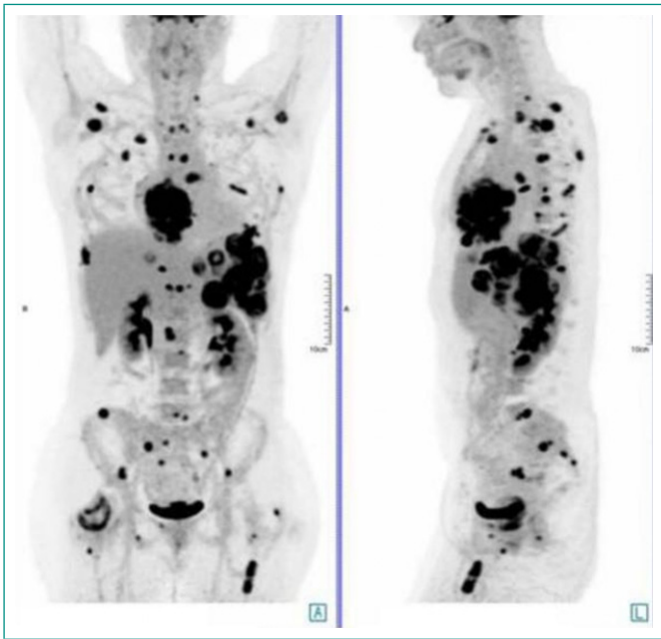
PET/TC. Afectación a distancia.
